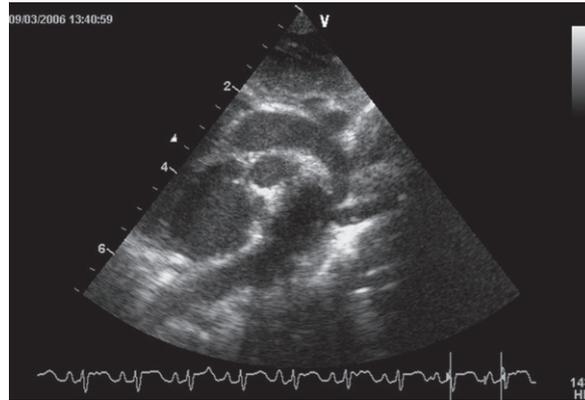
Coarctation aortique préductale du nouveau-né. Échocardiogramme transthoracique (ETT). Toute l'aorte thoracique est habituellement visible chez le petit nourrisson par voie sous-claviculaire droite ou sus-sternale. La partie transverse et l'isthme de l'aorte sont très hypoplasiques. L'aorte descendante retrouve un calibre normal en aval de l'implantation du canal artériel. L'artère sous-clavière gauche s'implante immédiatement en aval de la zone rétrécie.
